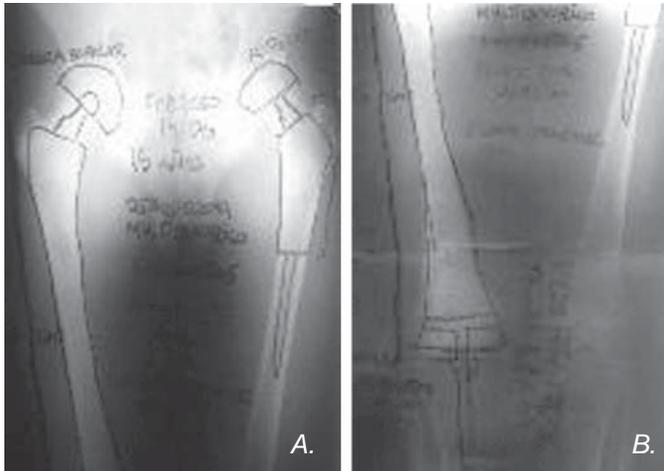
Ortorradiografía de miembros inferiores en la que se realiza medición del tamaño de la endoprótesis requerida.
